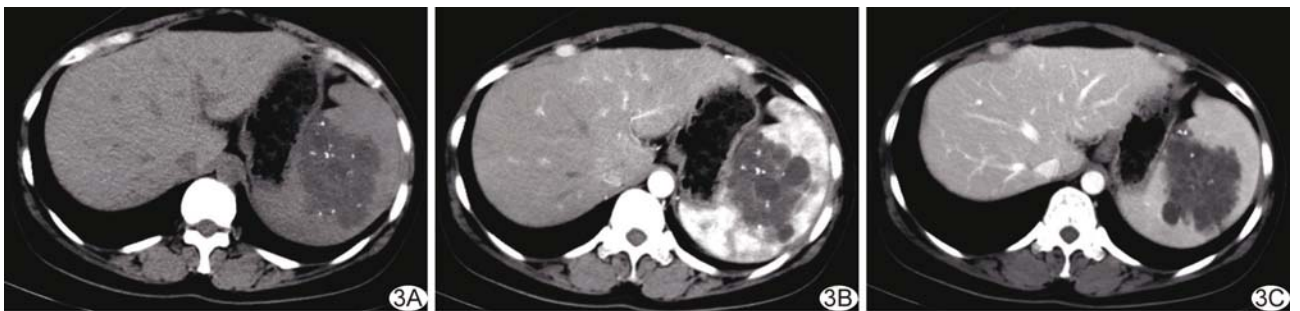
患者女,46 岁,脾血管瘤,轴位 CT 表现 A. 平扫示脾脏中上份分叶状稍低密度肿块,其内可见钙化、囊变及分隔; B. 增强动脉期病灶内分隔及实性成分轻度强化; C. 静脉期病灶内分隔及实性成分进一步强化
